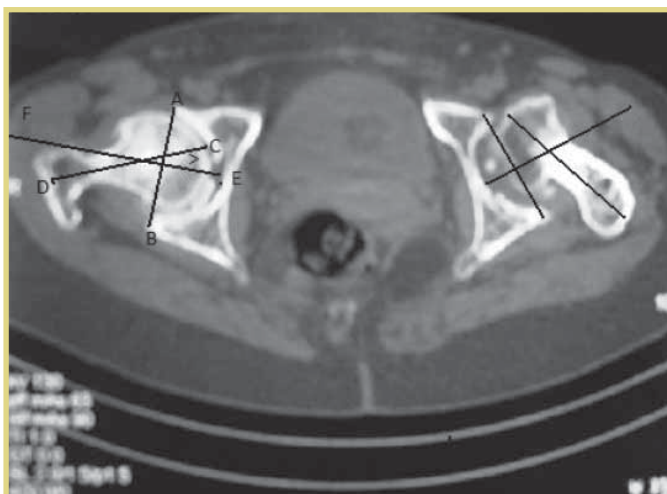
Измерение угла антеверсии на КТ: АВ – линия, соединяющая края вертлужной впадины; CD – линия, проведенная через середину шейки и головки бедренной кости; EF – диагональ, проведенная через линию АВ; $>^{\circ}$ – угол антеверсии
